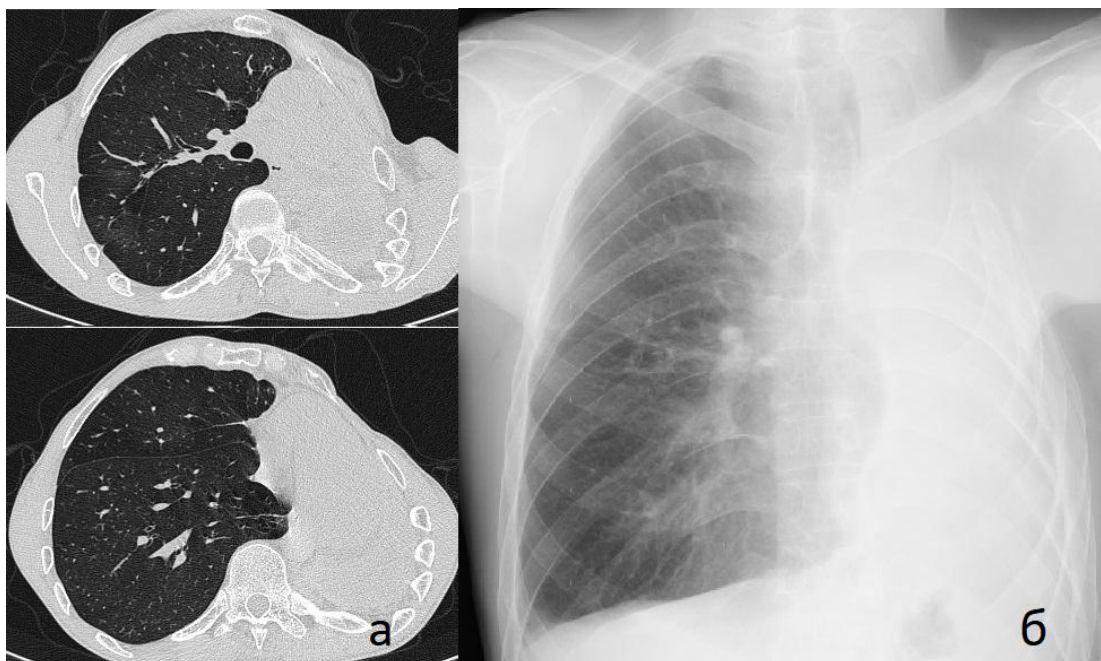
КТ (а-слева) и Рентгенографическое (б-справа) исследования через 6 месяцев
